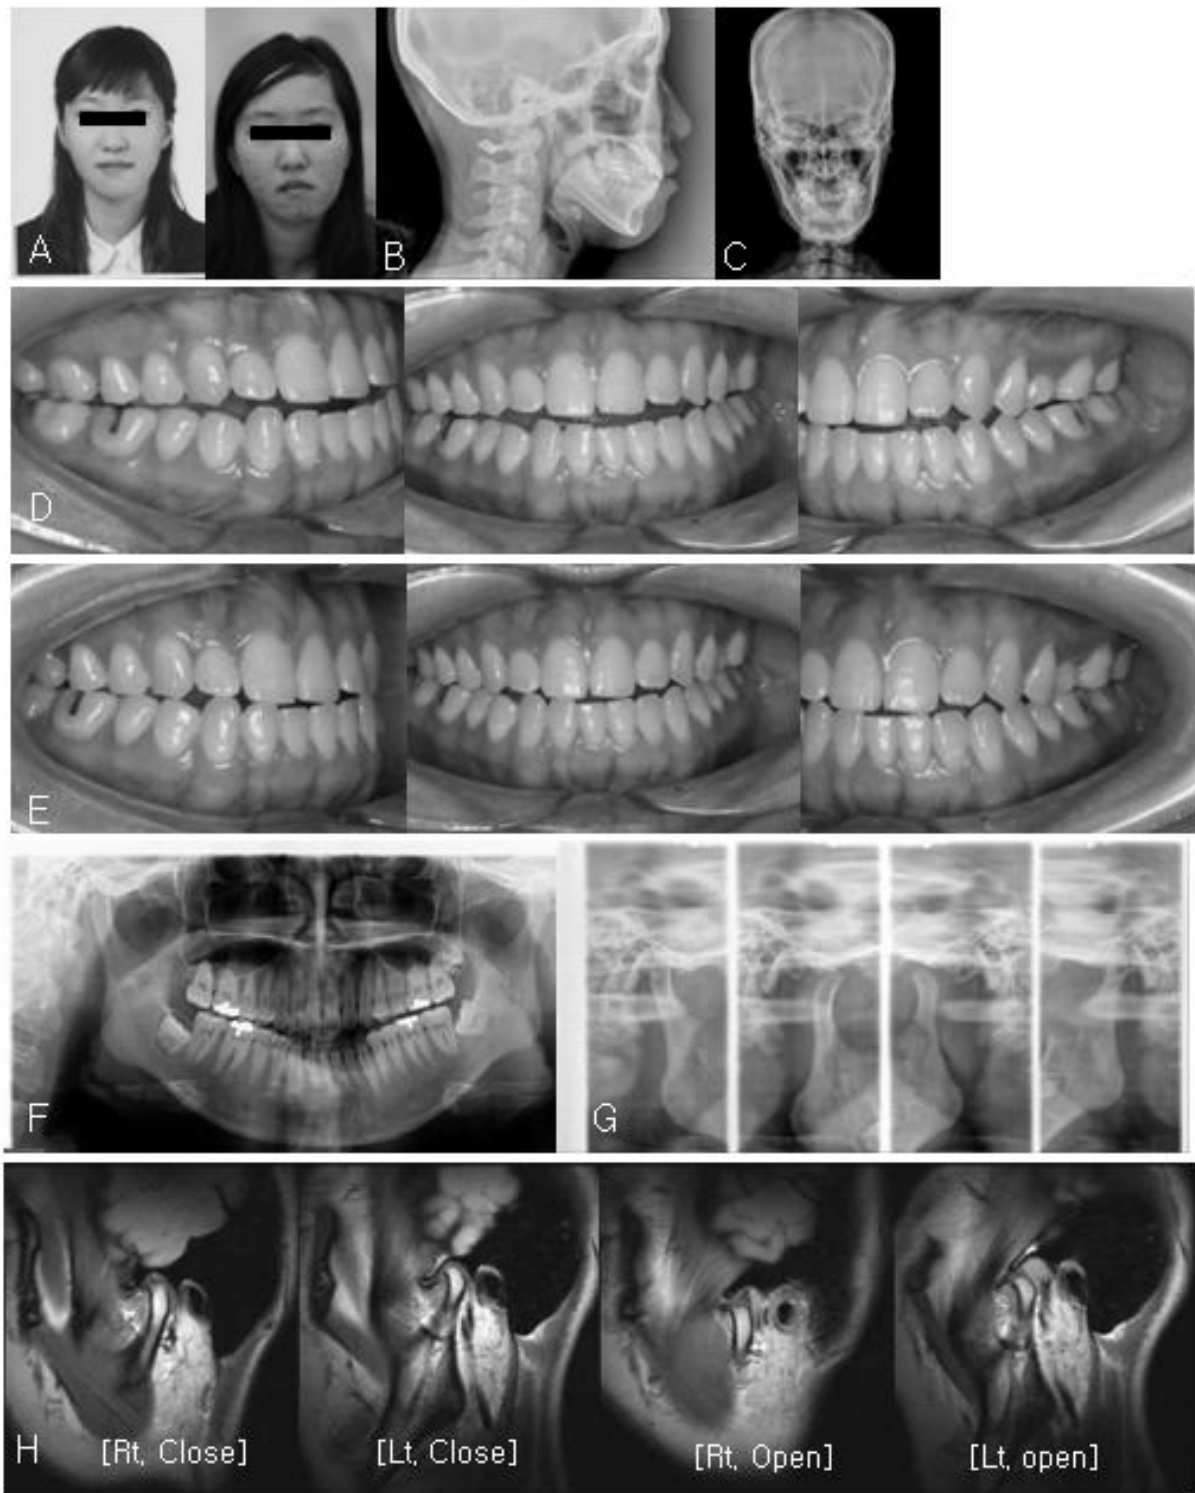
A, Frontal profile views of accident before and after: B, Lateral cephalometric radiograph: C, Frontal cephalometric radiograph: D, Intraoral photograph of centric relation: E, Intraoral photograph of centric occlusion: F, Panoramic view, both condylar resorption couldn't find: G, Lateral transcranial view, both condyle movement were not decreased: H, Left TMJ was anterior disc dislocation without reduction on MRI.
